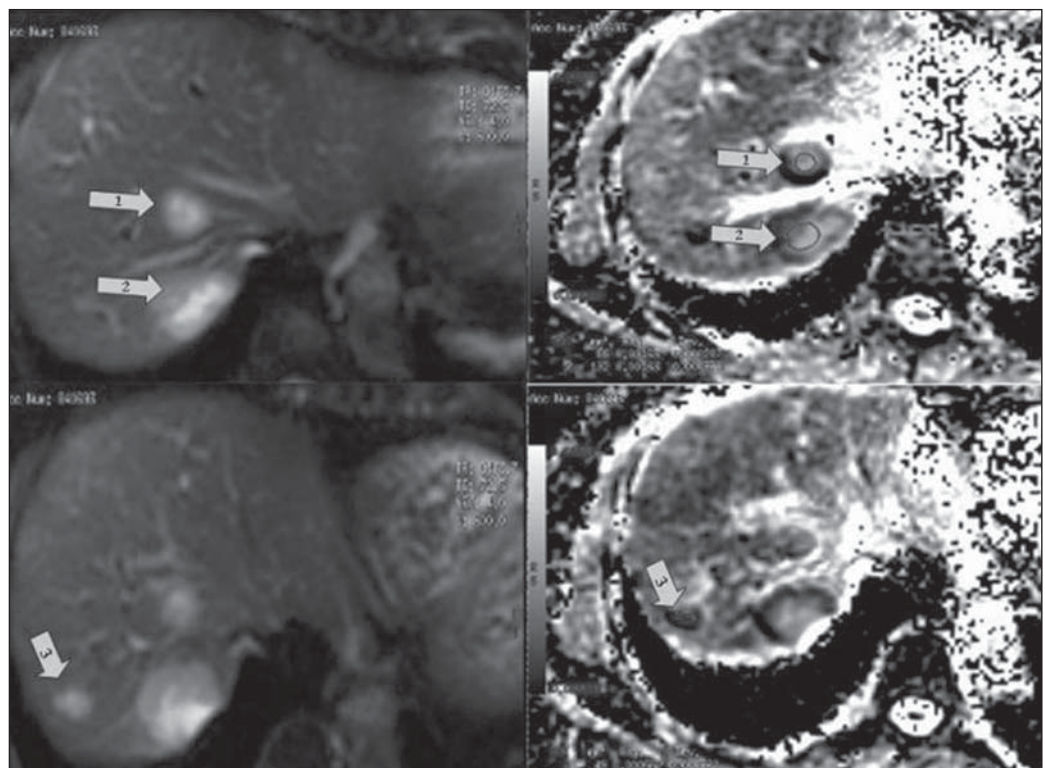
Ressonância magnética do fígado de 22/3/2011. Metástases hepáticas visualizadas na sequência de difusão (à esquerda) e respectivos valores do coeficiente de difusão aparente no mapa de ADC (à direita) anteriores ao início do tratamento quimioterápico: lesão 1 = $1,6 \times 10^{-3} \text{ mm}^2/\text{s}$; lesão 2 = $1,6 \times 10^{-3} \text{ mm}^2/\text{s}$; lesão 3 = $0,6 \times 10^{-3} \text{ mm}^2/\text{s}$.
